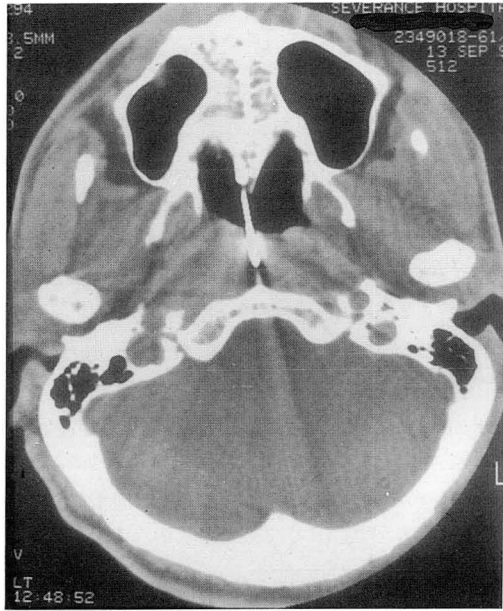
CT guided biopsy could confirm exact location of biopsy tip and some distance from internal carotid artery.
